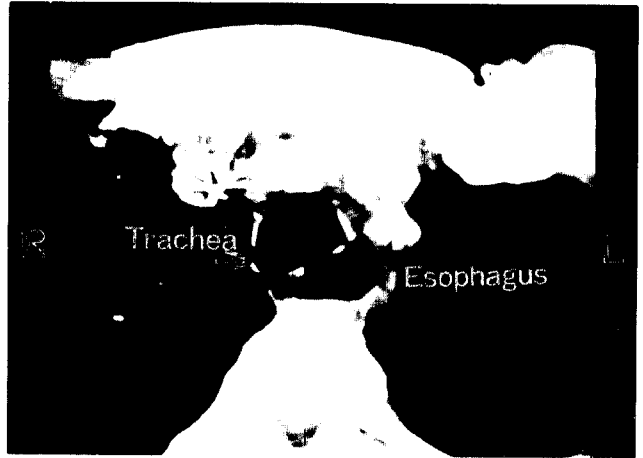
수술전 흉부 CT 소견. 기관과 식도 사이에 커다란 기관식도루가 보인다.
